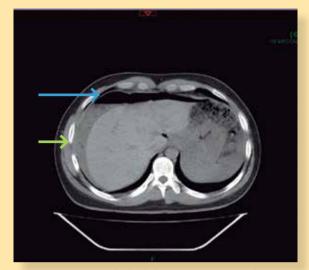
TAC simple de abdomen con presencia de aire libre (flecha azul) y líquido perihepático (flecha verde).
